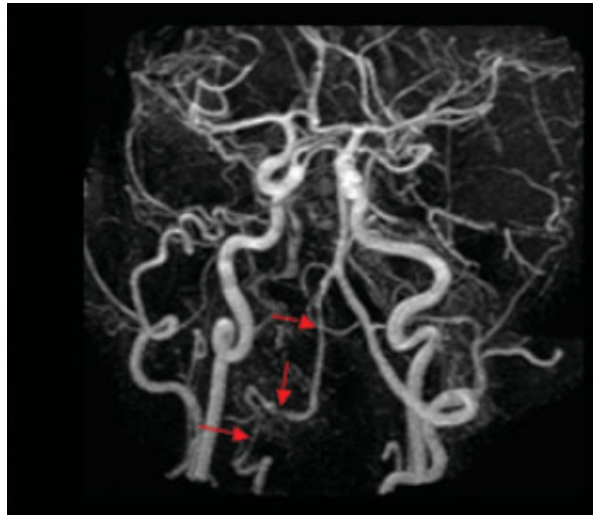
Angiographie par IRM avec utilisation de gadolinium comme agent de contraste montrant des occlusions (flèches rouges) [68].
